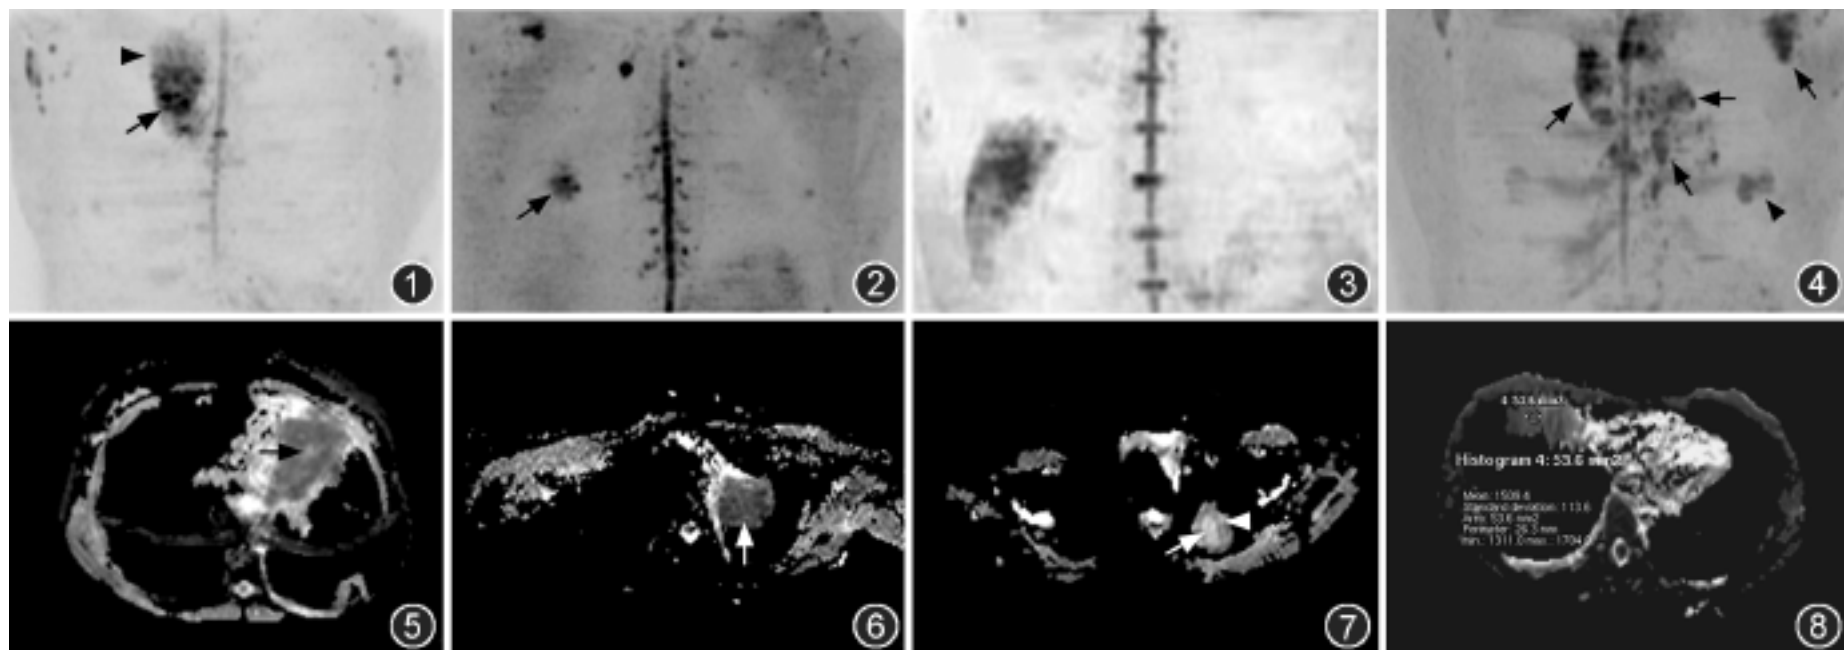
MR 背景抑制扩散成像(DWISS)仿正电子发射计算机体层成像(PET)图像。右上中央型肺癌(箭),远端见阻塞性炎症(箭头) 图 2 DWIBS 仿 PET 图像。右下肺周围型肺癌,为肺野内局灶性信号强度增高区(箭) 图 3 DWIBS 仿 PET 图像。右下肺大叶性肺炎,右下肺见片状信号强度增高区 图 4 DWIBS 仿 PET 图像。左下肺癌(箭头)伴左肺门、纵隔及左腋下多发淋巴结肿大(箭),为结节状信号强度密集区 图 5 表观扩散系数(ADC)图。左侧中央型肺癌伴远端肺组织炎症不张,肿瘤实质 ADC 值为  $1.19 \times 10^{-3} \text{ mm}^2/\text{s}$ , 瘤内坏死灶(箭) ADC 值为  $2.05 \times 10^{-3} \text{ mm}^2/\text{s}$  图 6 ADC 图。左肺尖肺上沟癌(箭),ADC 值为  $1.01 \times 10^{-3} \text{ mm}^2/\text{s}$  图 7 ADC 图。左肺尖结核,结核瘤壁(箭头) ADC 值为  $1.65 \times 10^{-3} \text{ mm}^2/\text{s}$ , 内部坏死灶(箭)为  $2.81 \times 10^{-3} \text{ mm}^2/\text{s}$  图 8 ADC 图。右肺中叶大叶性肺炎,ADC 值为  $1.40 \times 10^{-3} \text{ mm}^2/\text{s}$
